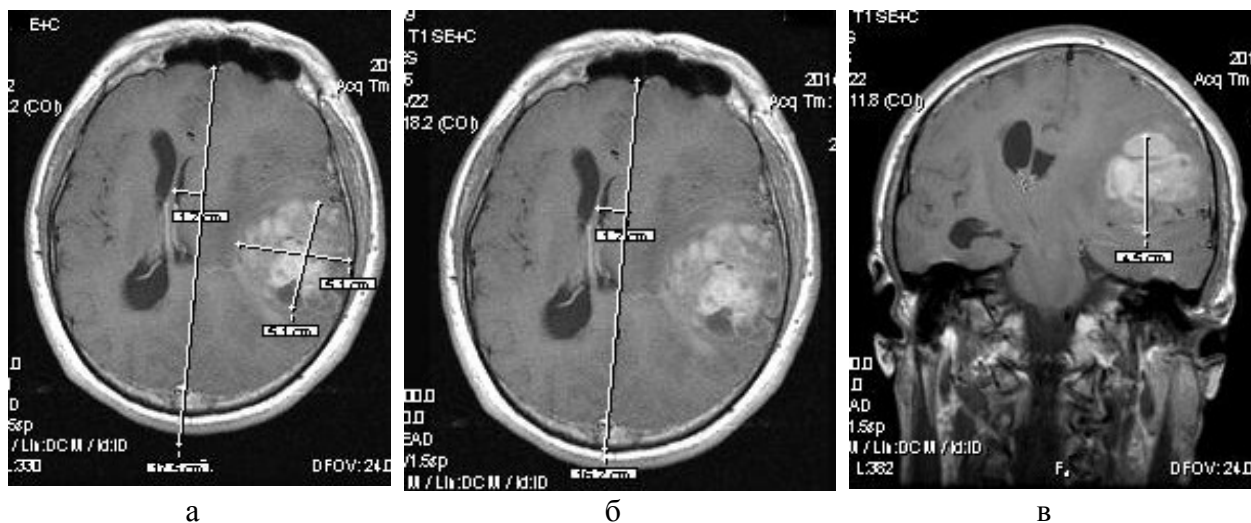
МРТ-исследование головного мозга пациентки М., 47 лет, с глиобластомой левой височной и теменной долей объемом 109 см^3 , смещение срединных структур слева направо 12 мм, поперечный размер обоих боковых желудочков 13 мм. $ID = 2,9$
